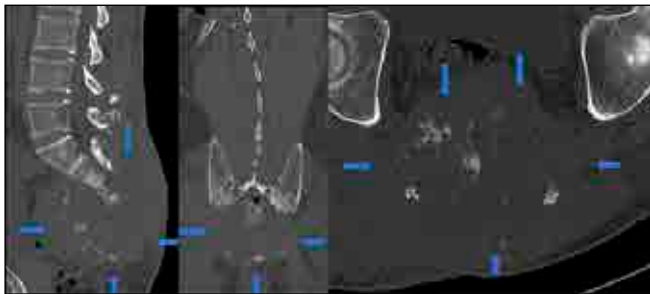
In sagittal, coronal and axial CT images; destructive lesion in the sacrococcygeal bone was observed and the mass is extending to the subcutaneous tissues and intrapelvic area. Lesion includes calcifications.
